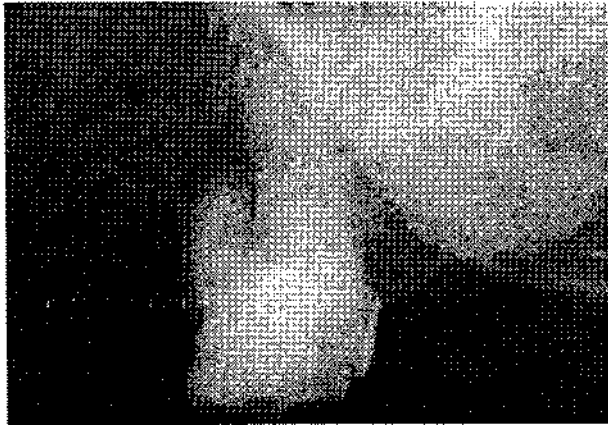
Рентгенограмма больной Г., 60 лет. Диагноз: хронический гранулематозный периодонтит 26, до операции.
